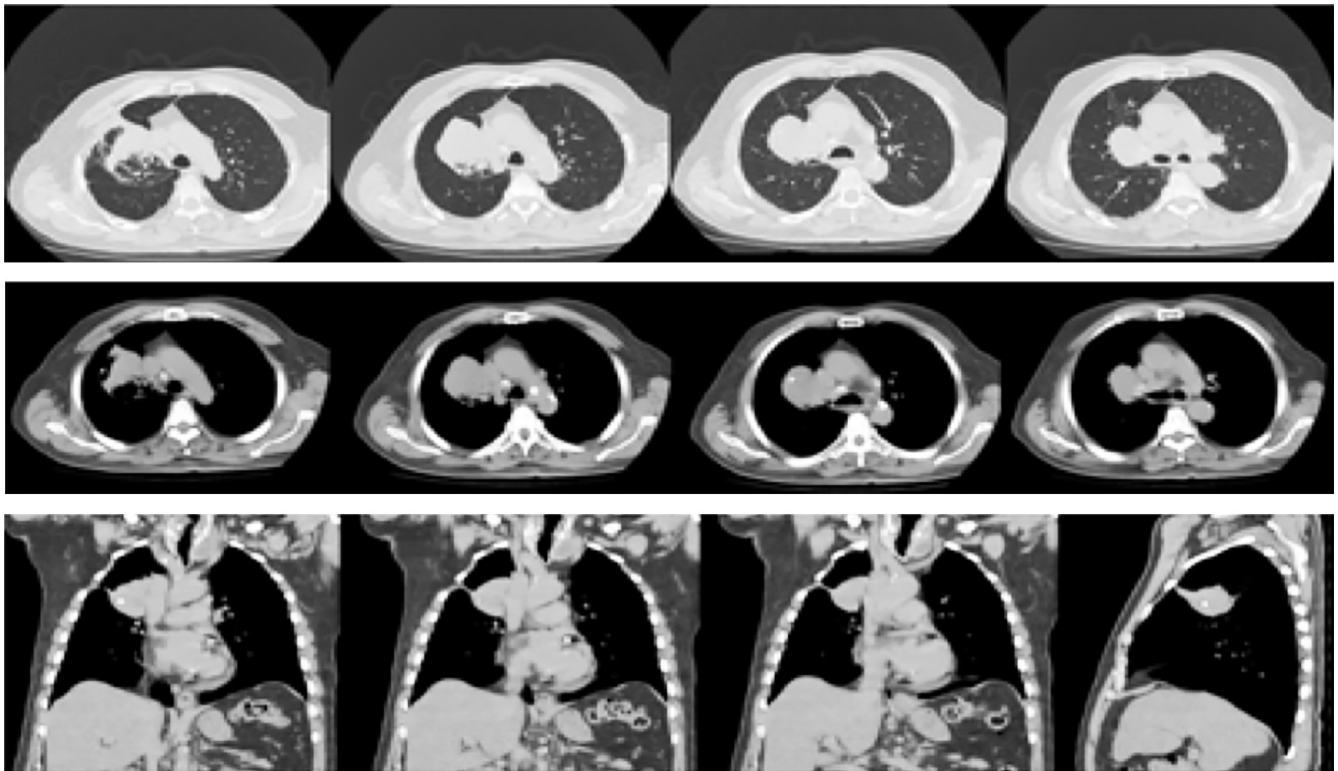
Tomografía de tórax. Masa con densidad del tejido blando de contornos lisos en el segmento apical del lóbulo superior derecho, que produce un compromiso circunferencial del bronquio segmentario, un engrosamiento de las paredes bronquiales con bronquiectasias en lóbulos inferiores y adenopatías hiliares bilaterales, algunas de ellas calcificadas.
